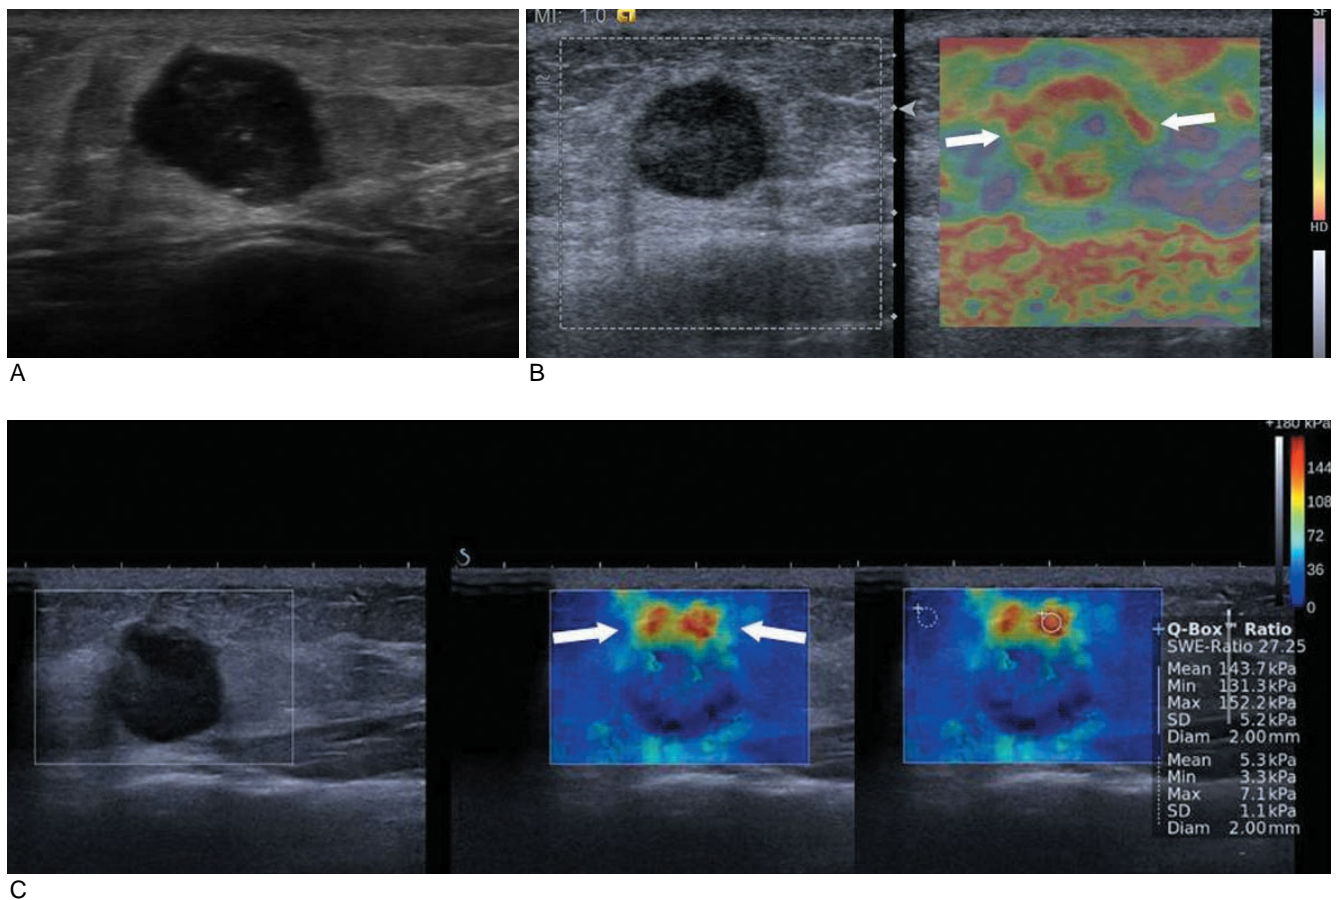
Conventional gray-scale ultrasound (A), static compression elastography (B), and shear wave elastography (C) of breast mass confirmed as invasive cancer. On static compression elastography and shear wave elastography, the stiff area corresponding to the cancer at conventional ultrasound is shown as red color (arrows). In addition, the stiffness can be quantitatively measured on shear wave elastography, which is not possible on static compression elastography (C, right image).
